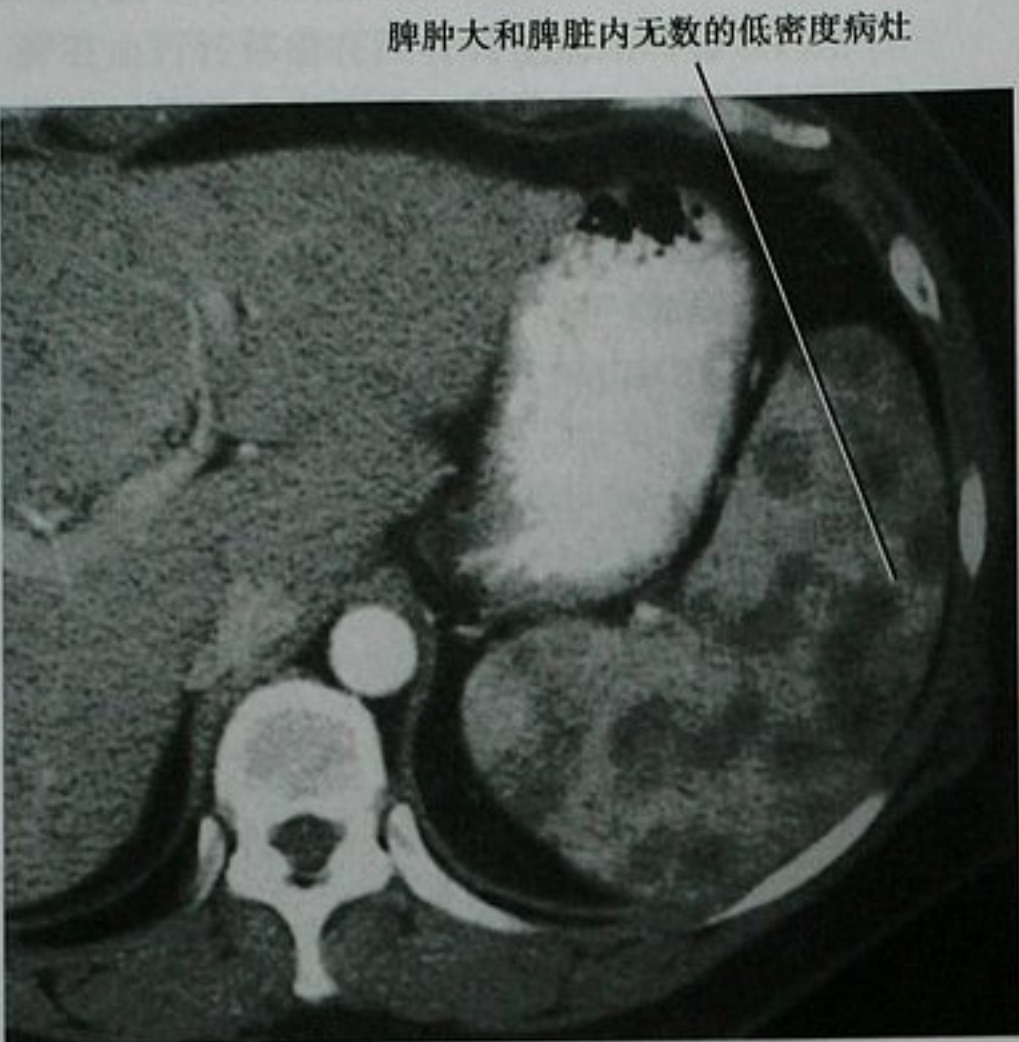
结节病患者,上腹部增强 CT 横断面图像
